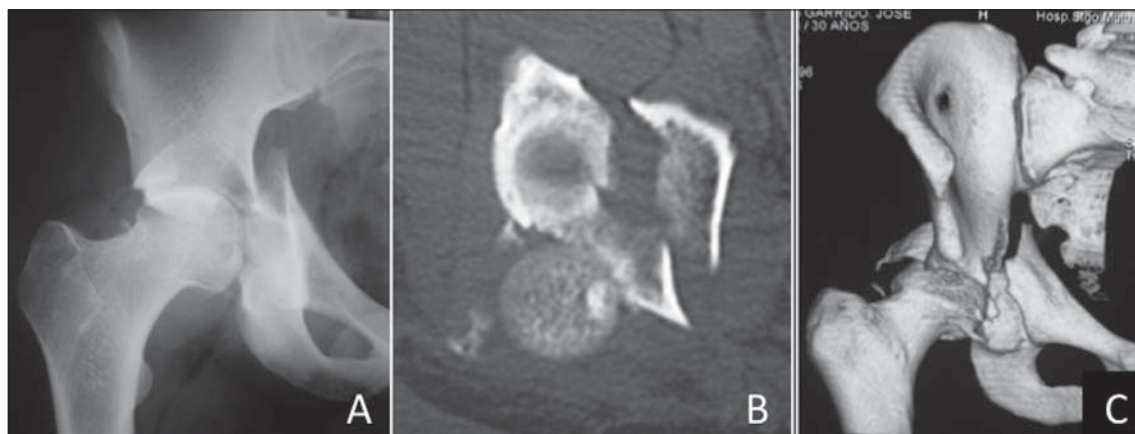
Imágenes radiológicas de paciente masculino de 30 años que sufre accidente de tráfico. Presenta una fractura de acetábulo derecho transversa más pared posterior. Vista anteroposterior de radiografía simple previo a reducción cerrada (A) e imágenes de TAC en corte axial (B) y reconstrucción 3D (C).
